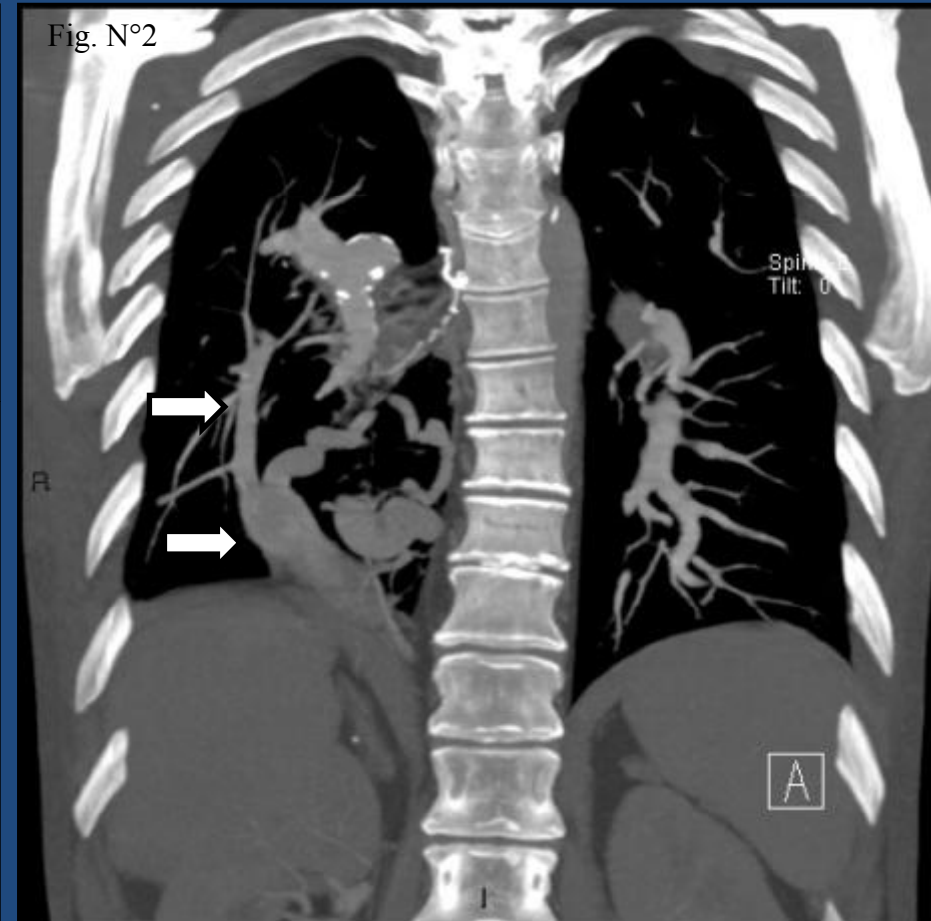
Tomografía Computada Multi-Detector, reconstrucción coronal que muestra un retorno venoso pulmonar anómalo hacia la vena cava inferior. (Flechas).
